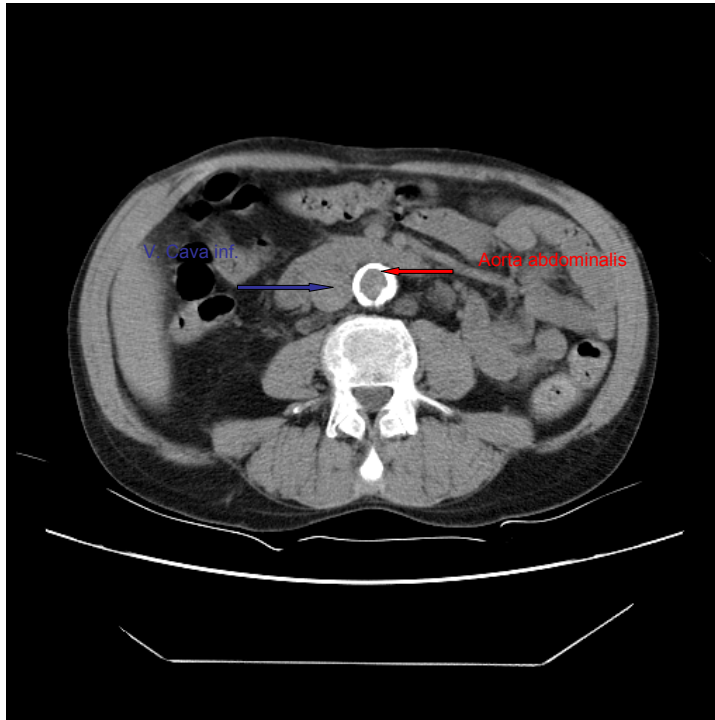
CT Bild 1, Verkalkung Grad 3
